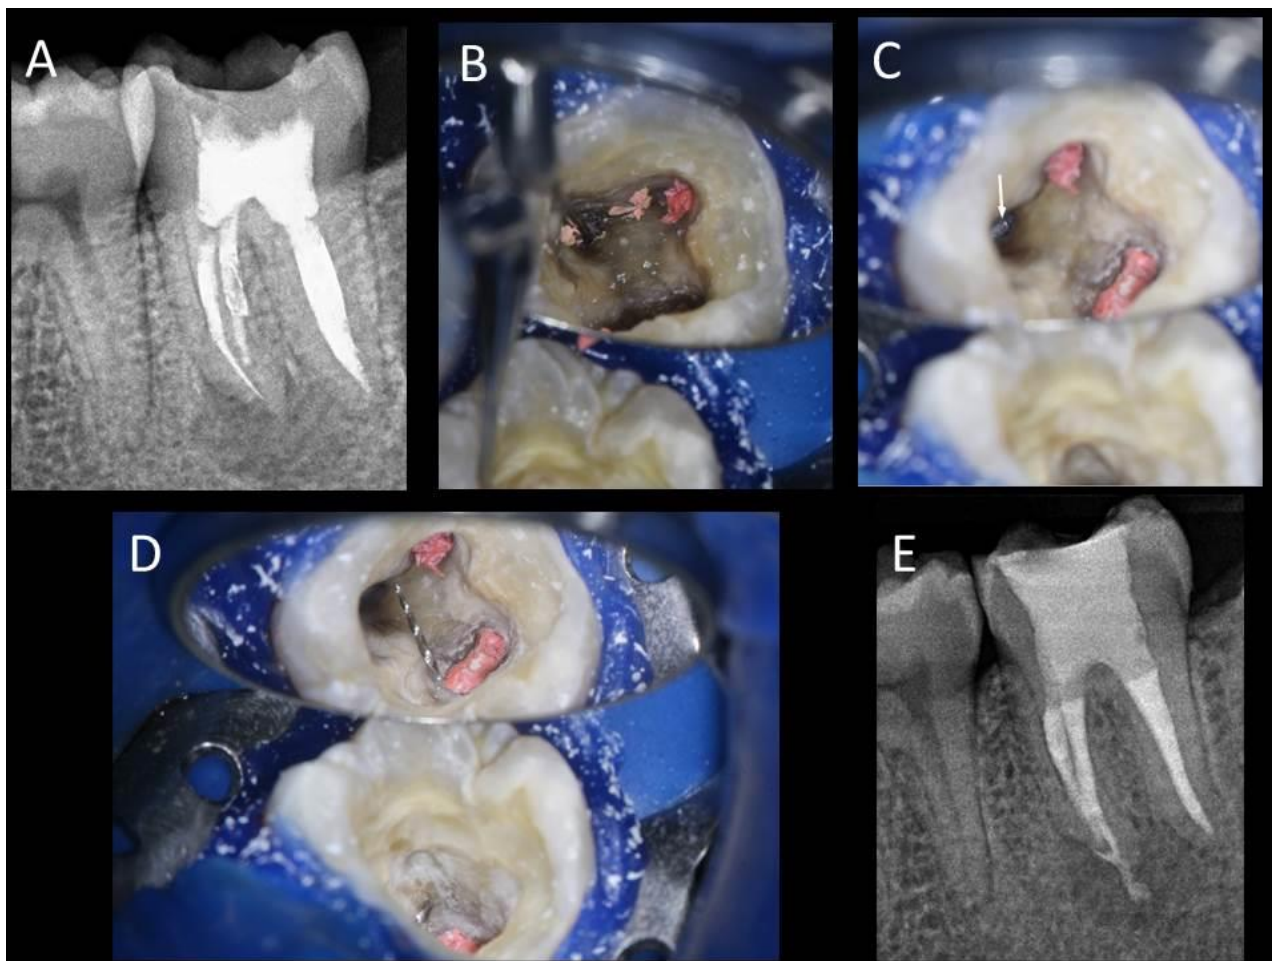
Remoção de instrumento fraturado sob magnificação de microscópio operatório. A. Radiografia inicial evidenciando instrumento fraturado e presença de área radiolúcida sugestiva de lesão periapical; B. Uso de inserto ultrassônico R1 Clearsonic (Helse Ultrasonic) para remoção de gutta-percha na entrada dos canais (aumento de 8x); C. Visualização do fragmento (seta) em aumento de 8x; D. Instrumento removido (aumento de 8x); E. Radiografia final pós-remoção do instrumento e obturação.
